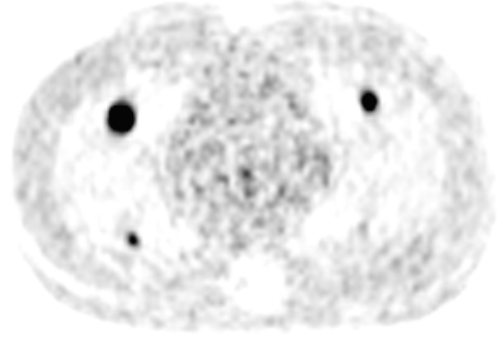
İnsan vücut fantonda 0.6, 1.0, 1.6, 2.4 cm çaplı akciğer lezyonlar için,  $A_{\text{akciğer}}/A_{\text{lezyon}}=1/8$  aktivite oranında, 3 dakika/yatak ve 8.10, 10.81, 13.51, 16.21, 18.91, 21.62 mCi (3, 4, 5, 6, 7, 8 MBq/Kg) enjeksiyon dozları için elde edilen PET görüntüleri.
